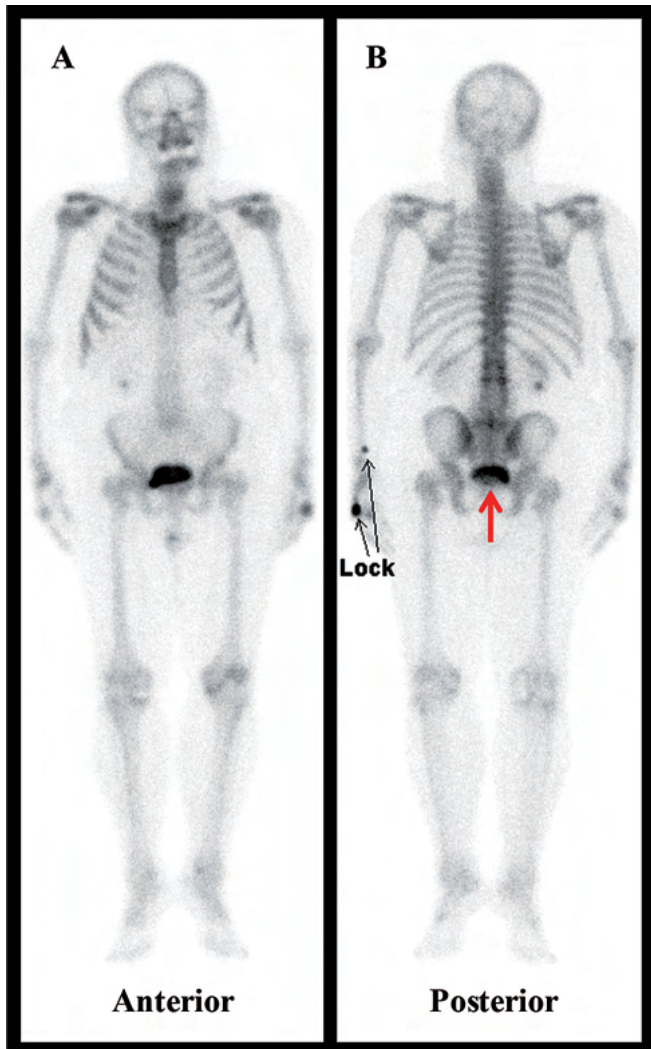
Whole body bone scintigraphy was performed on a 70-year-old male for the staging of lung cancer. The bone scan study showed no definite skeletal abnormality associated with the underlying disease. However, a cold spot was found near the bladder neck, which was suspiciously squeezed up due to prostatic hypertrophy (B, arrow). The ultrasound diagnosis was benign prostatic hypertrophy with a prostate volume of 46.9 gm. The clinical blood test reported a serum prostate specific antigen value of 7.55 ng/mL.
